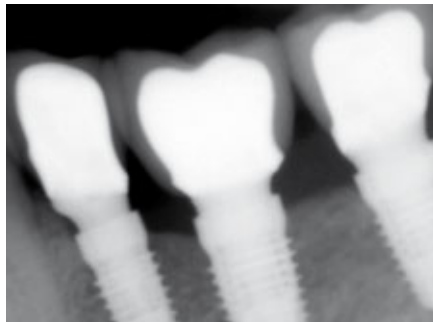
Röntgenkontrolle unmittelbar nach prothetischer Versorgung
